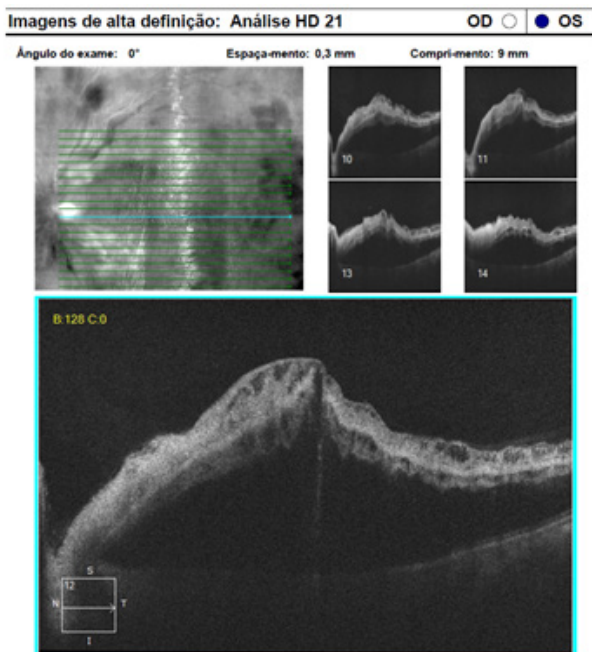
(Tomografia de coerência óptica macular do olho esquerdo).
